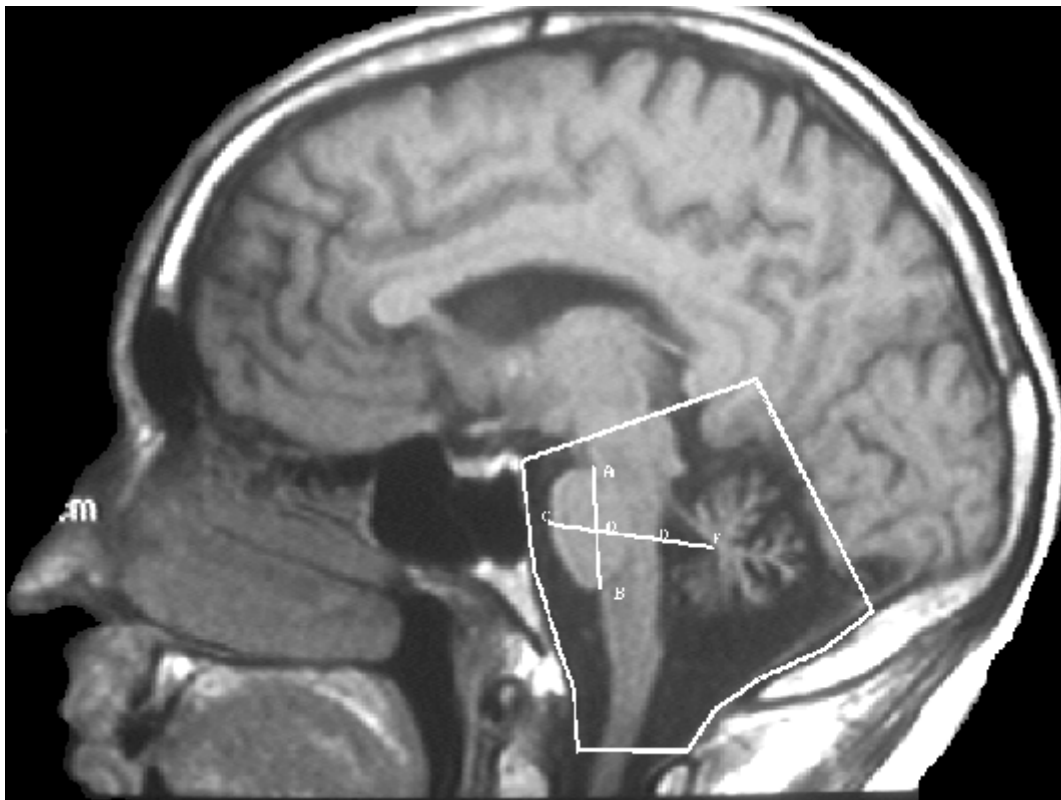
RM: corte sagital medial (paciente nº 5). Delimitación de la fosa posterior y medida del diámetro de la protuberancia (distancia C-D).
